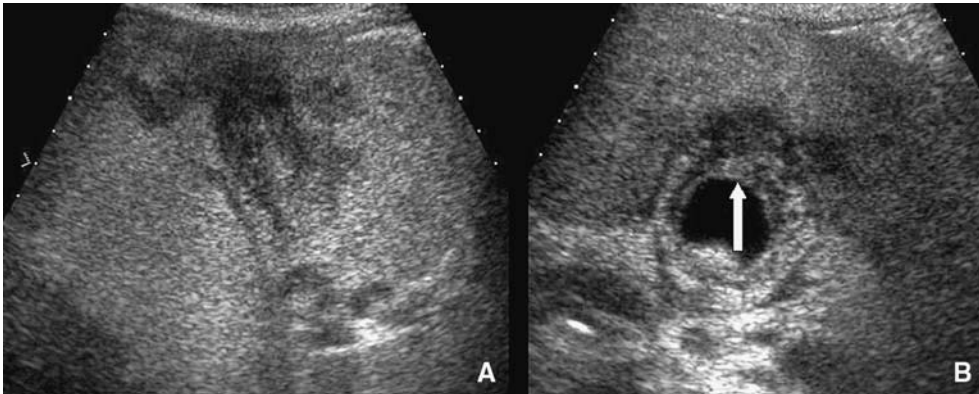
Bilan échographique dans une cholécystite compliquée.
